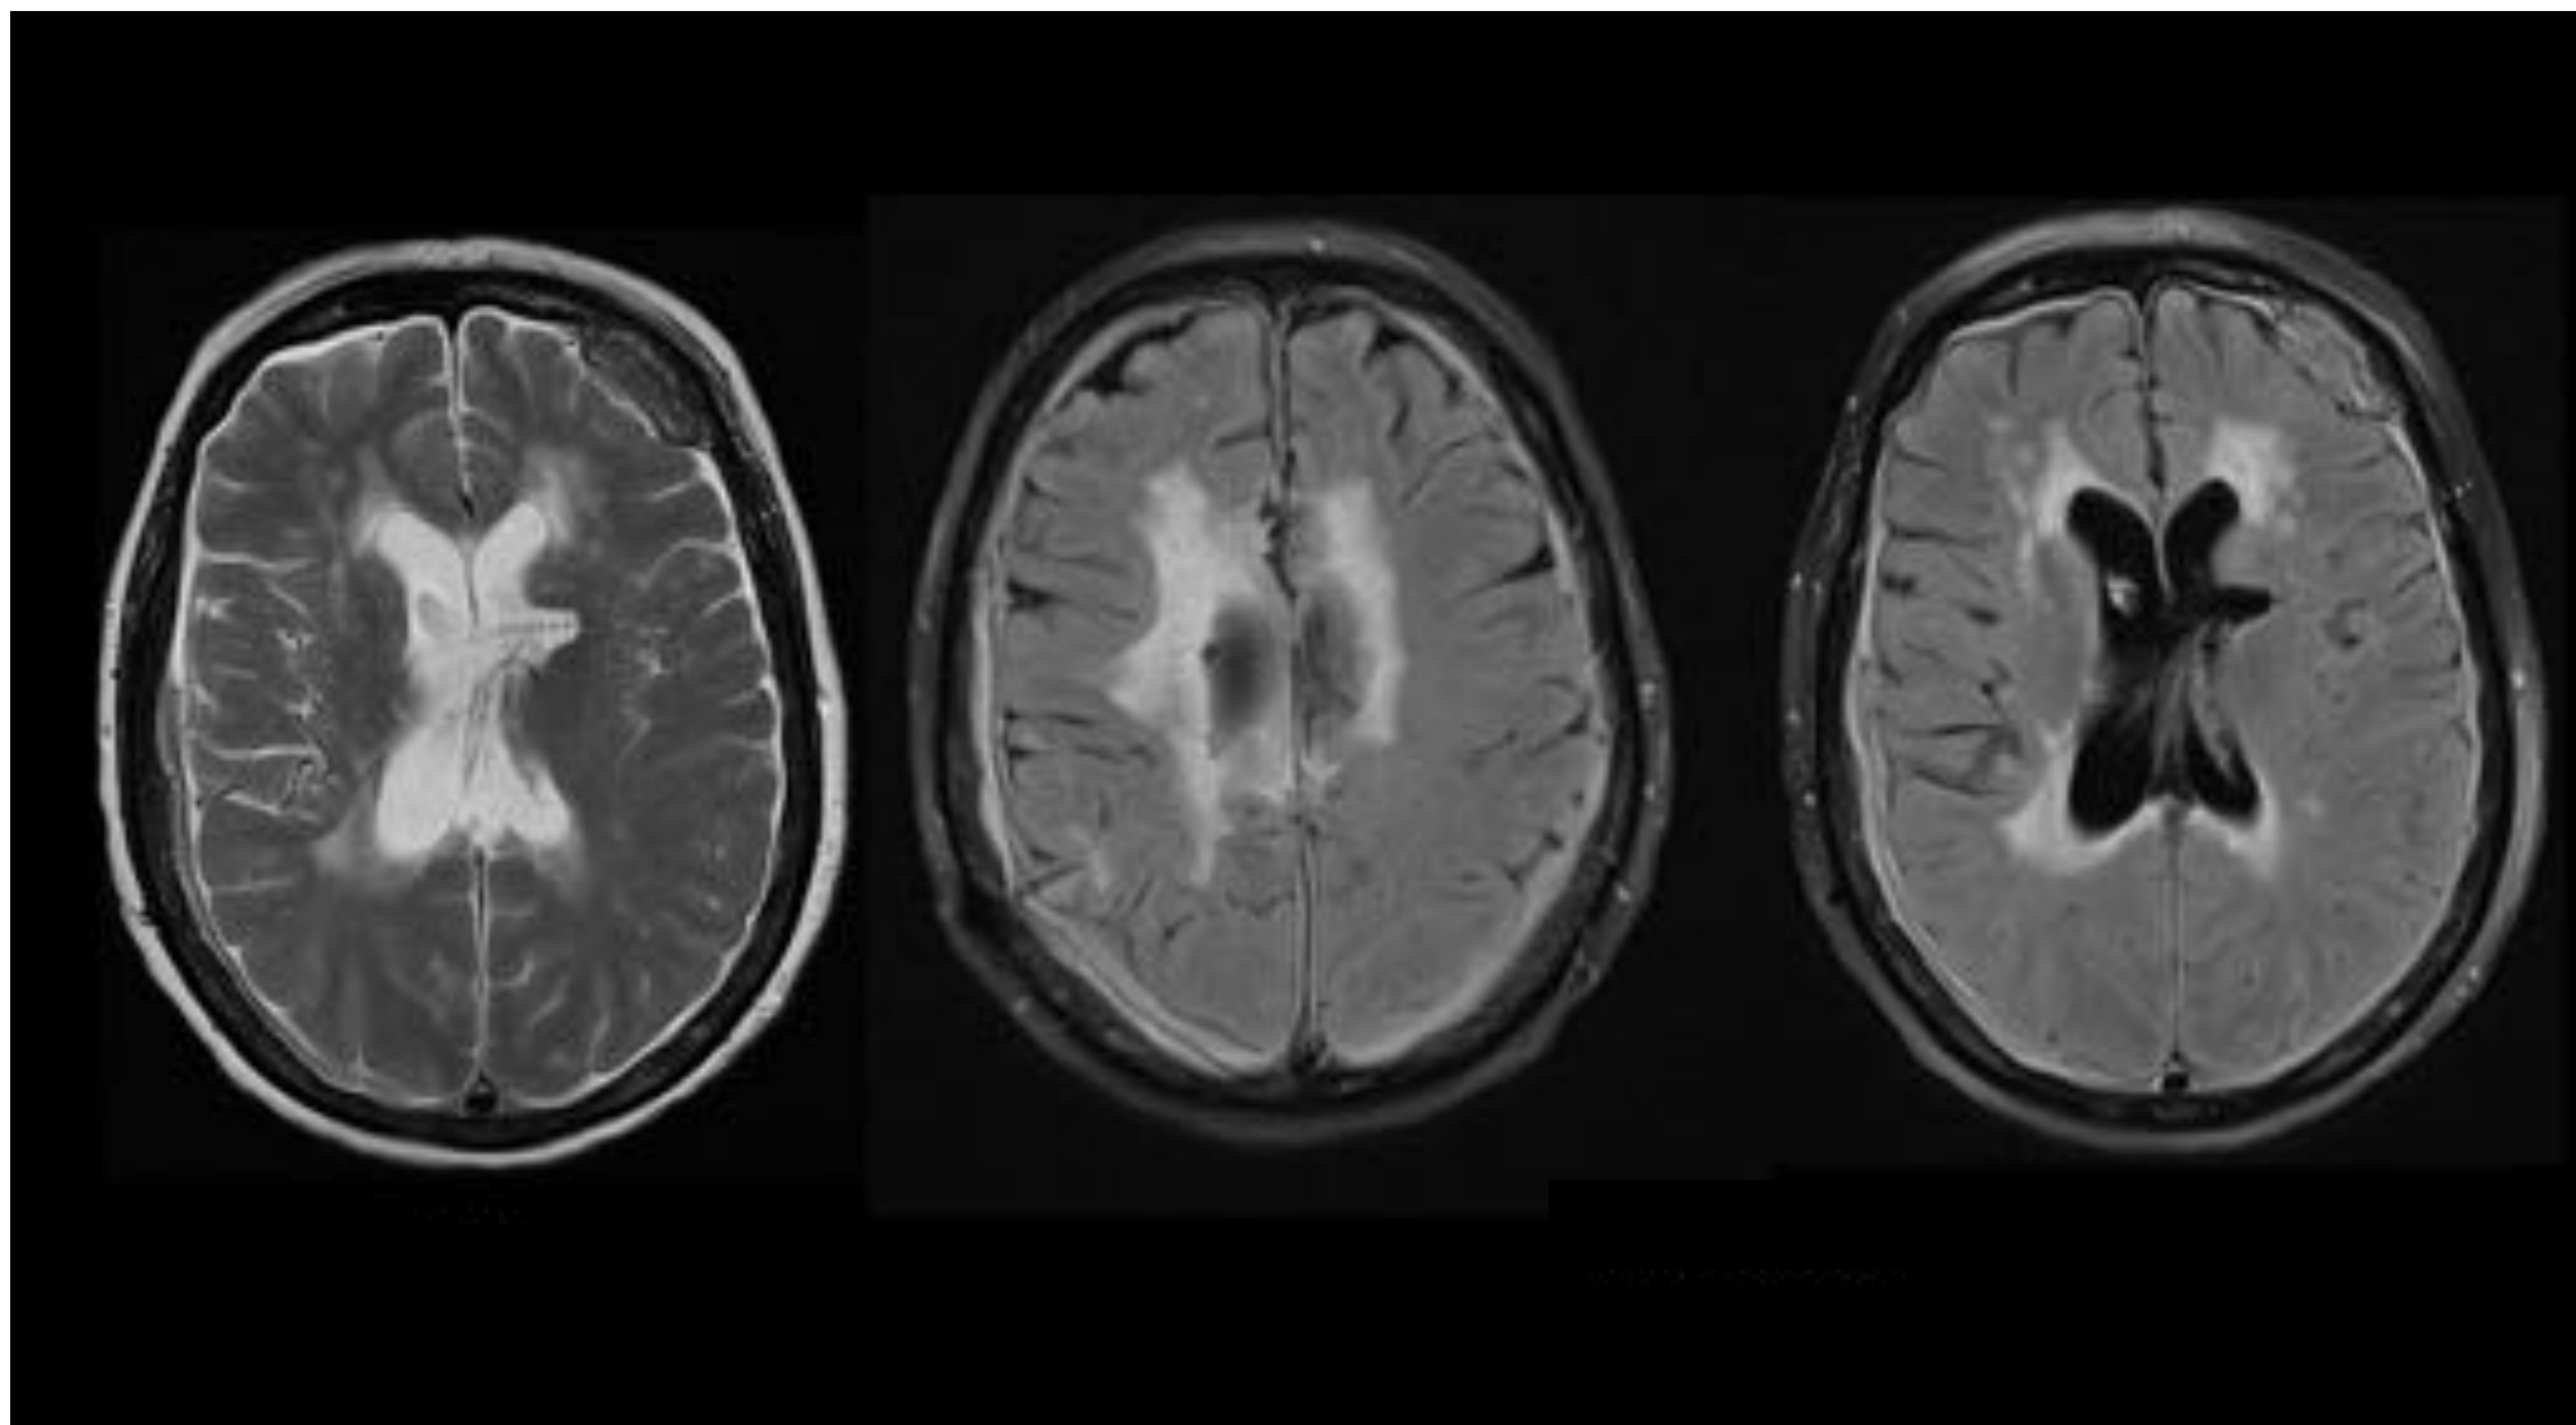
En el espacio extradural a nivel frontal izquierdo y frontoparietal derecho hay un tejido de partes blandas, heterogéneo en T2, hiperintenso en FLAIR que realza tras el contraste. Engrosamiento difuso e hiperintensidad de señal de toda la superficie dural del cerebro. Estas las características de imagen se deben a carcinomatosis meníngea dural con masas extradurales.
